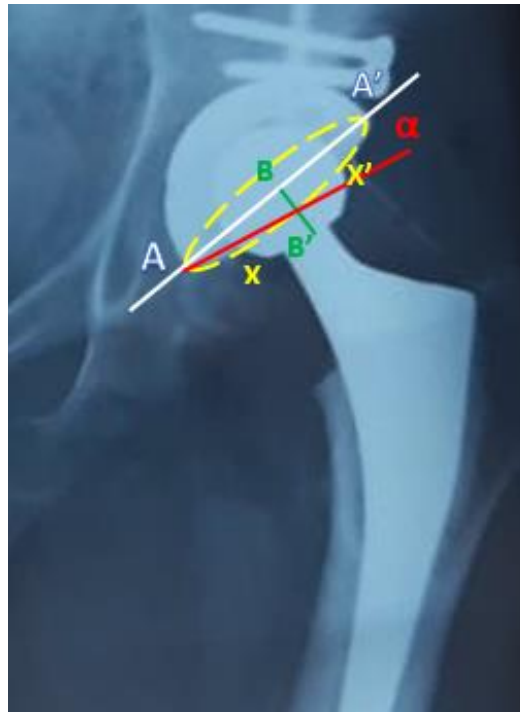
ND 623/18 patiente âgée de 61 Radiographie postopératoire : mesure de l'antéversion de la cupule selon la technique décrite par Door et Wan
